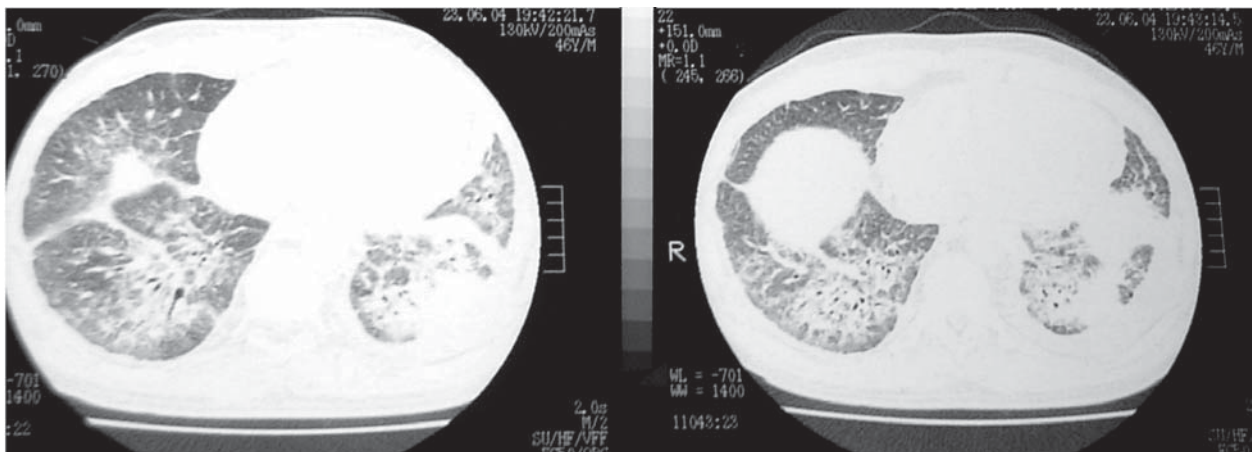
TC de tórax à nível das bases pulmonares demonstrando bronquiectasias e bronquiolectasias de tração, além de outros sinais de distorção estrutural.
